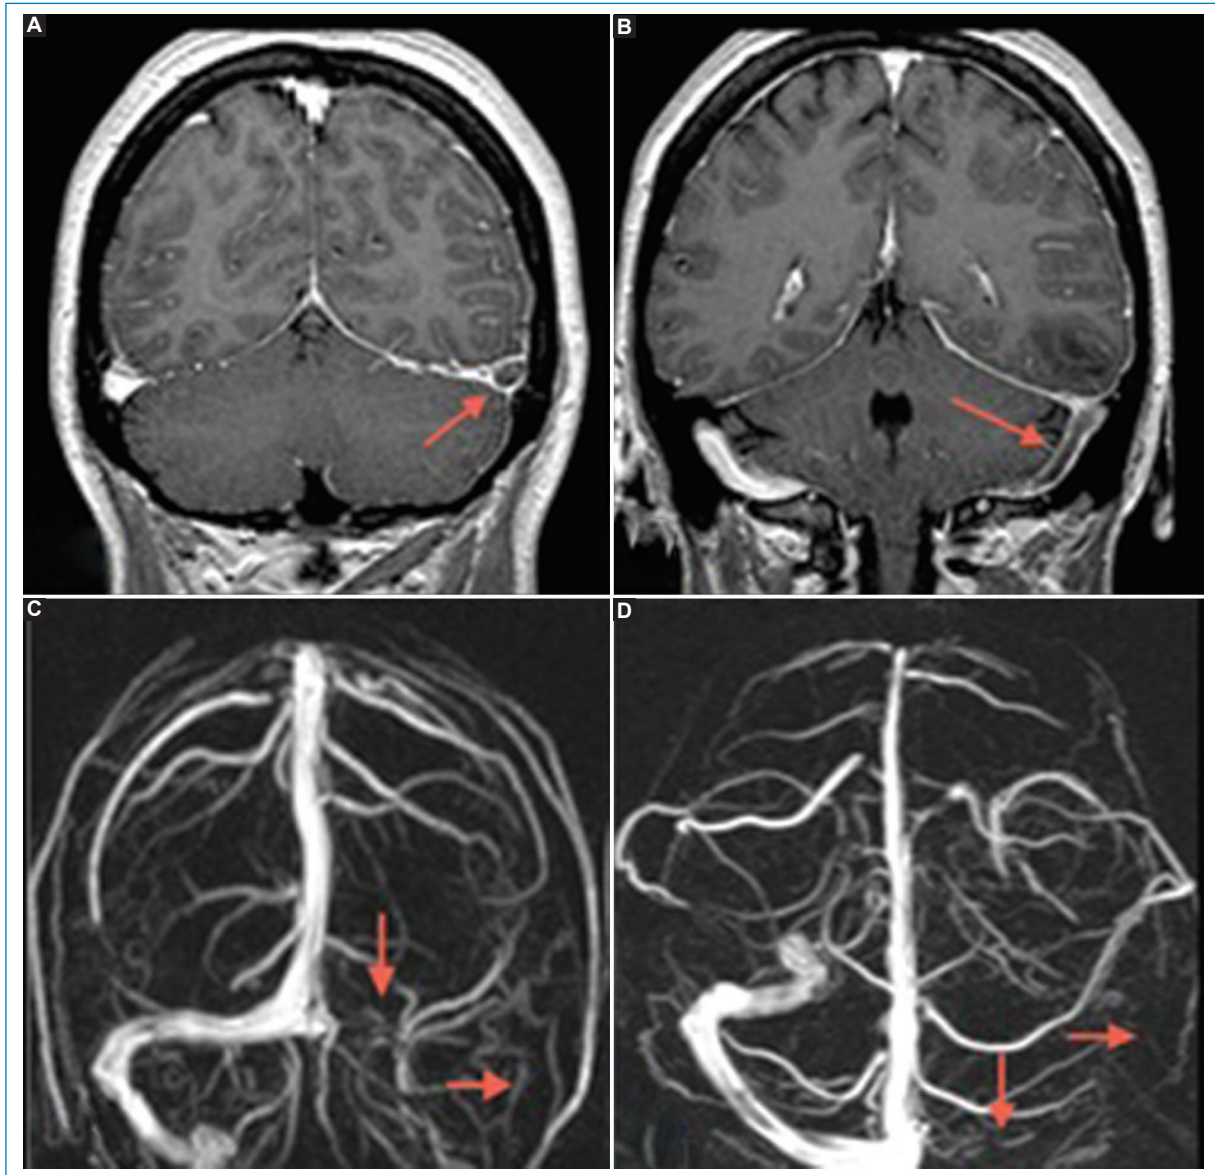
Trombosis venosa cerebral. Cortes coronales de RM en secuencia T1 con gadolinio. A y B: Se identifica un defecto de relleno a nivel del seno venoso transversal del lado izquierdo que se extiende al seno sigmoideo homolateral (flechas). Dichos hallazgos se correlacionan con ausencia de señal de la estructura mencionada en la reconstrucción 3D de la angio-RM venosa (C y D).
